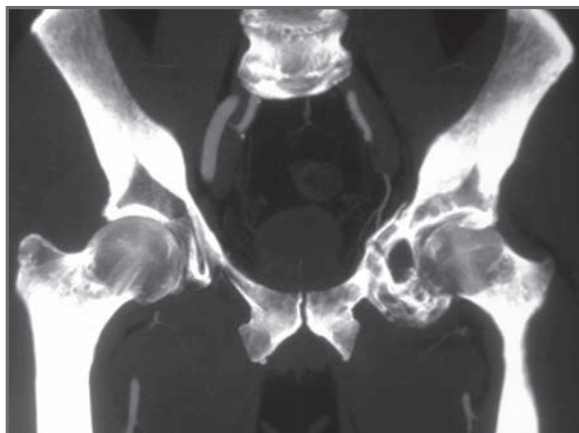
TC pélvica preoperatoria.
